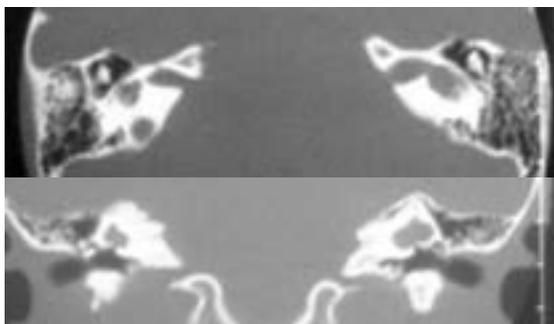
TC in proiezione assiale e coronale di una Cavità comune ampiamente comunicante con il CUI
